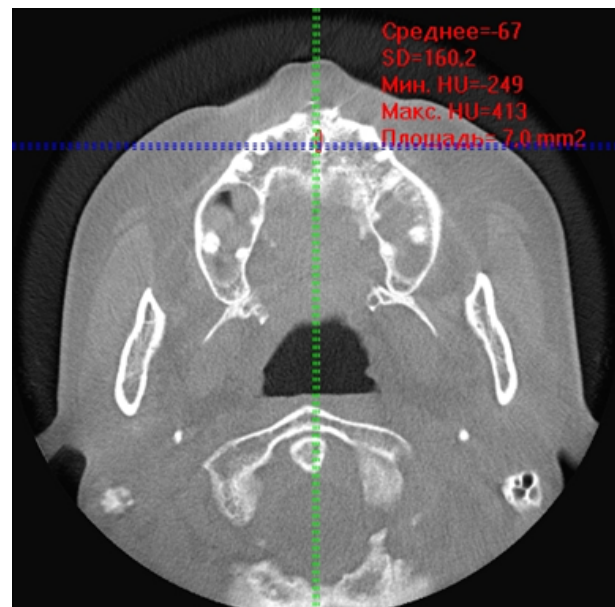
Фрагмент КТ-знімка із визначенням щільності кісткової тканини у фронтальній ділянці верхньої щелепи
